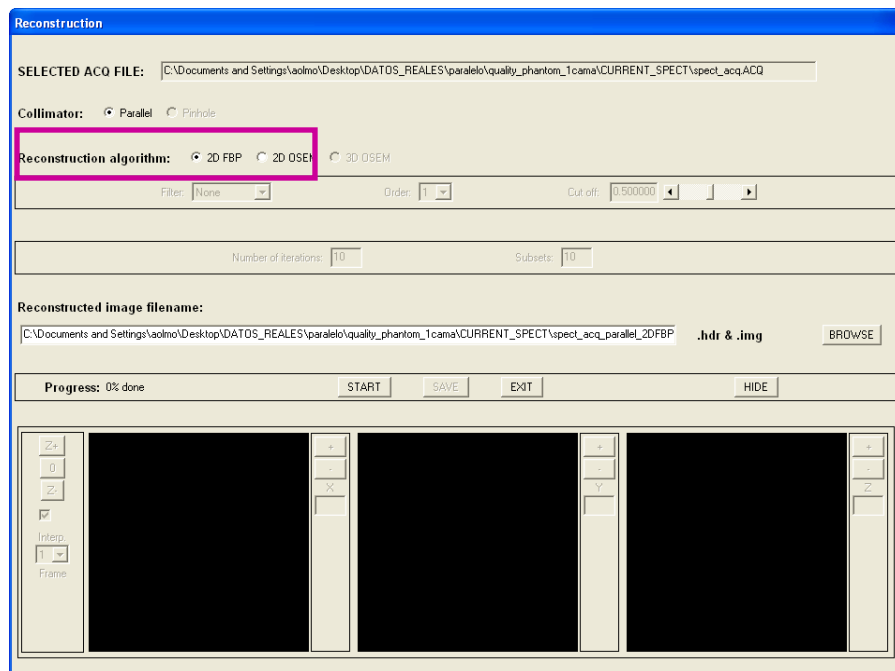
Ventana de reconstrucción del tomógrafo FSPECT para el caso de datos adquiridos con colimador de agujeros paralelos.
